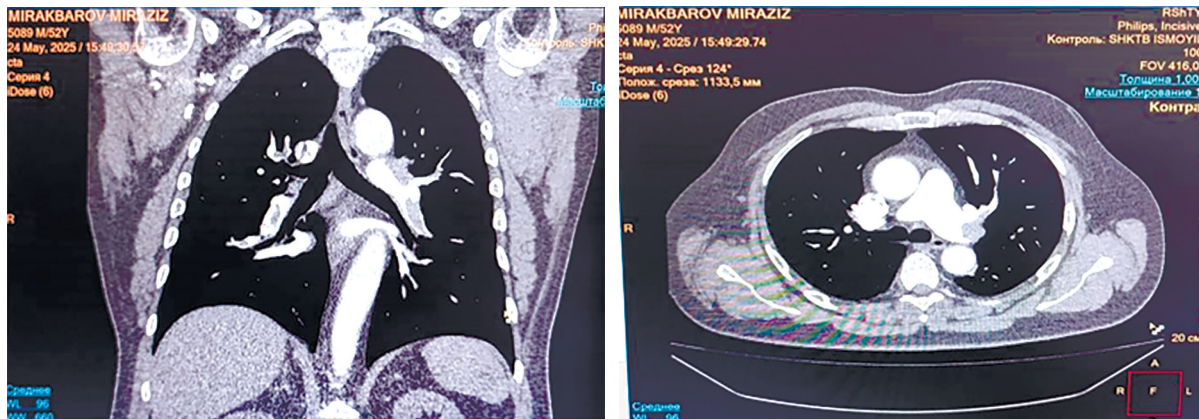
КТ-ангиопульмонография (до лечения): дефекты наполнения в стволе и ветвях легочной артерии
